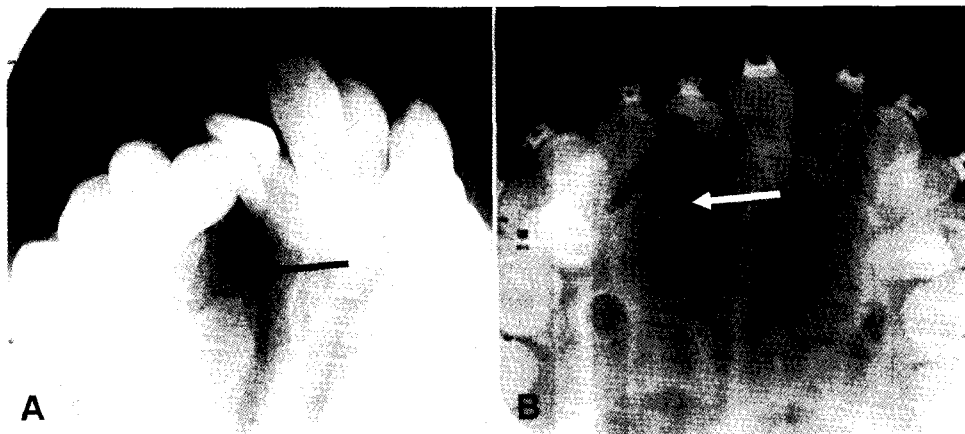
Occlusal x-ray picture before and after unilateral segmental palatal distraction (USPD). A. Before USPD. B. After USPD. Arrows indicate that amount of the cleft gap was not increased after USPD due to new bone formation at the osteotomy line of the piriform aperture.
